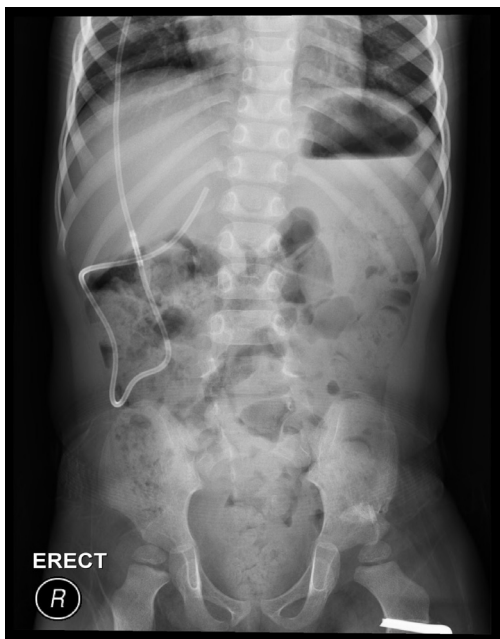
Plain abdominal x-ray, showing well-positioned VP shunt catheter, at 18 months after surgery.
